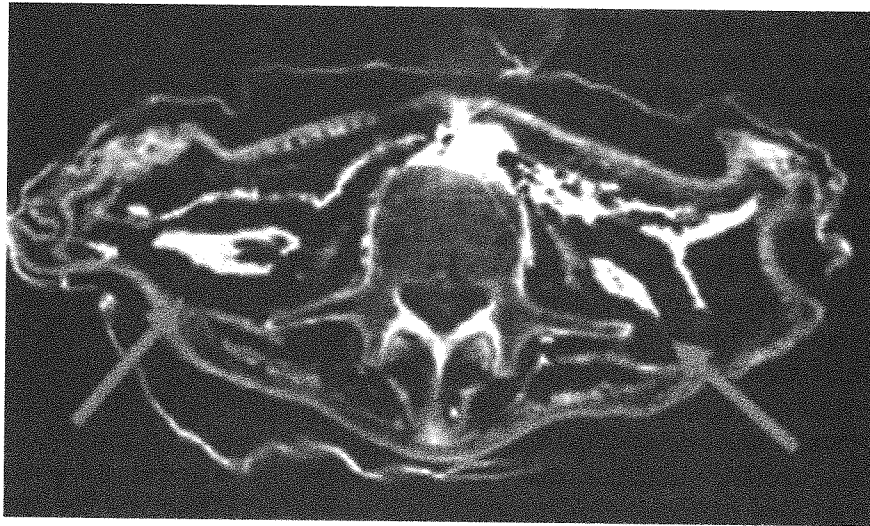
TAC: Le arterie renali sono ben iniettate ed i reni, con morfologia appiattita, sono facilmente visualizzabili.
